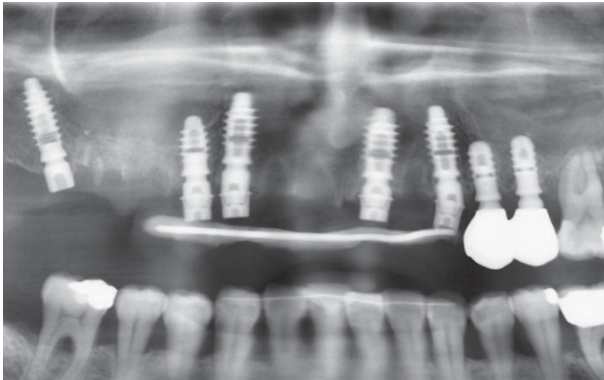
Radiografía de control en el momento de la entrega del provisional. Obsérvese el perfecto ajuste en la unión de las interfaces CAD-CAM con los MUA
